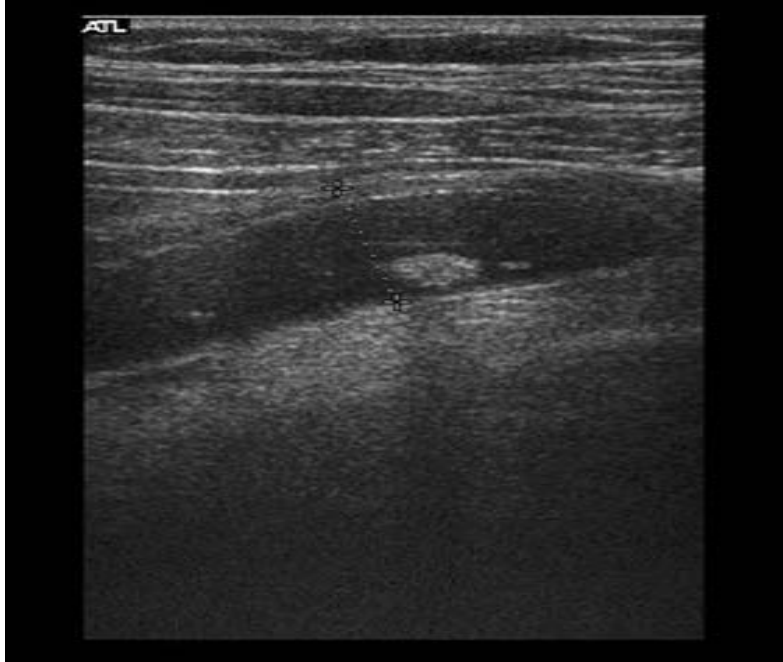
Une échographie montrant un stercolithe appendiculaire.
